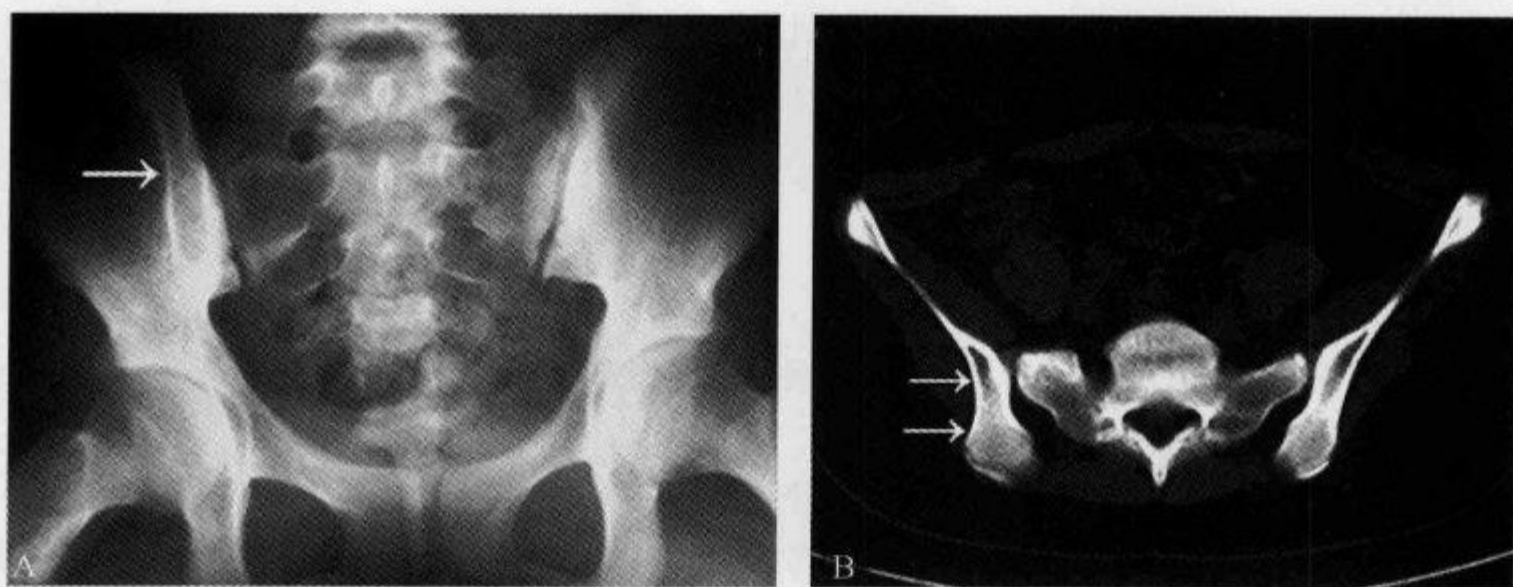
骨盆 X 线平片示“髂骨致密线”
